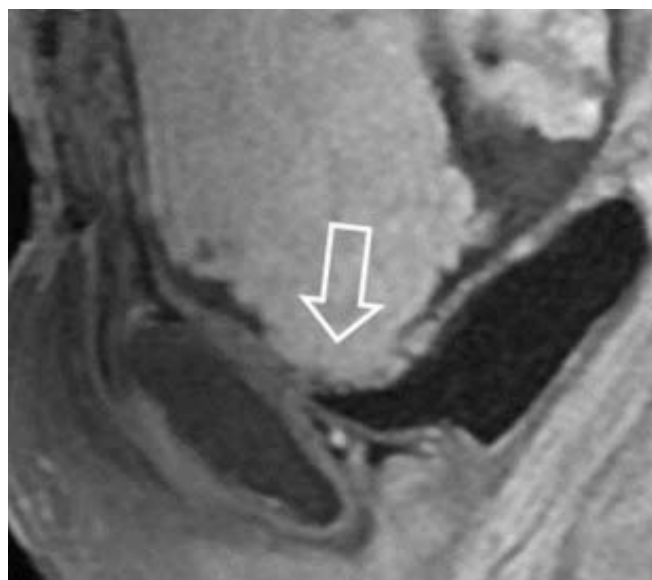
IRM sagittale pondérée T2 avec amincissement myométrial (flèche blanche solide et creuse) ;[16]
